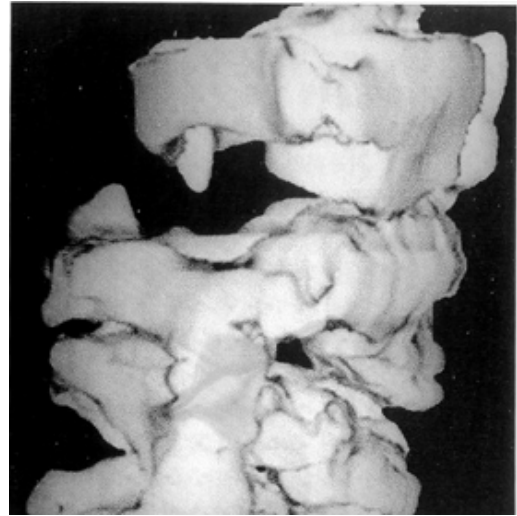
Three dimensional computer tomography shows good alignment between the atlas and the axis after transoral anterior decompression surgery.
